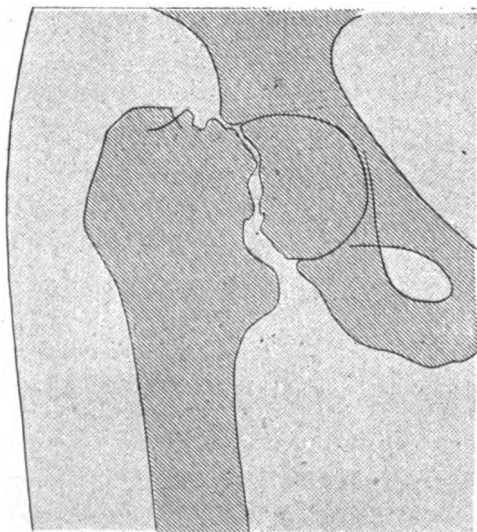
Radiographie de face d'une pseudarthrose du col du fémur droit.
